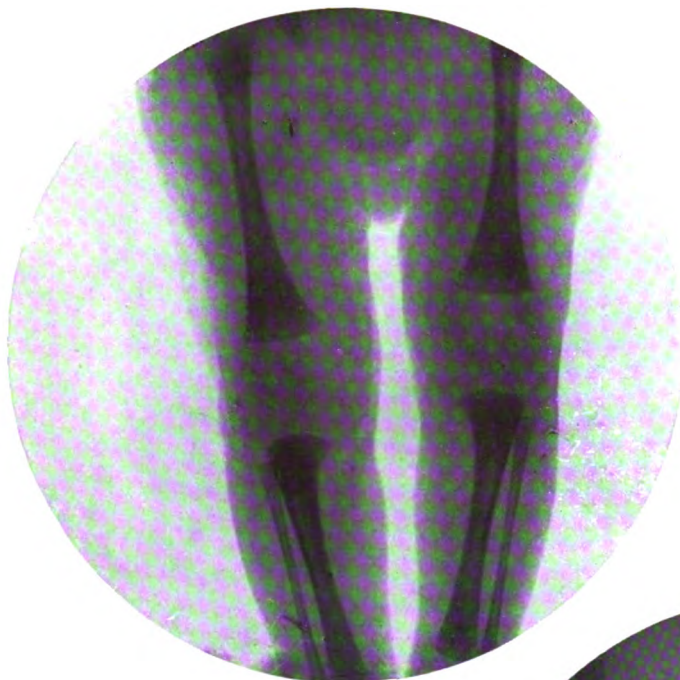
B. Radiographie faite chez le même prématuré six semaines après sa naissance, période répondant au début du neuvième mois de la vie intra-utérine
